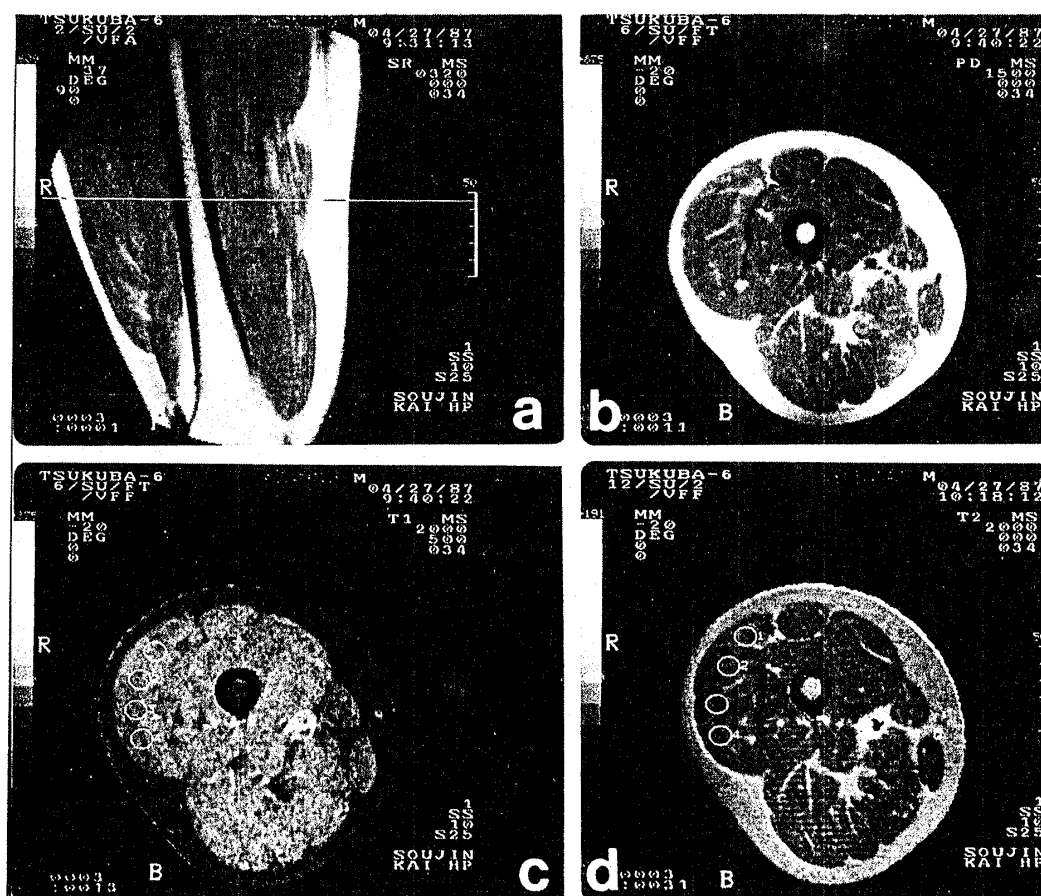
Sagittal and transverse sections of the thigh by MRI
